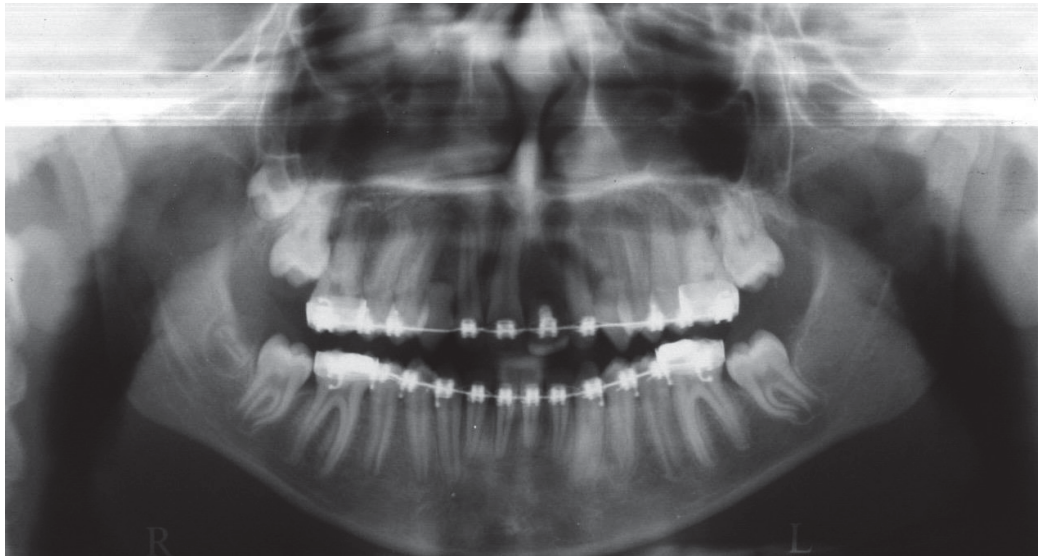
Radiografia panorâmica mostrando a rizogênese incompleta dos dentes 13 e 23.
